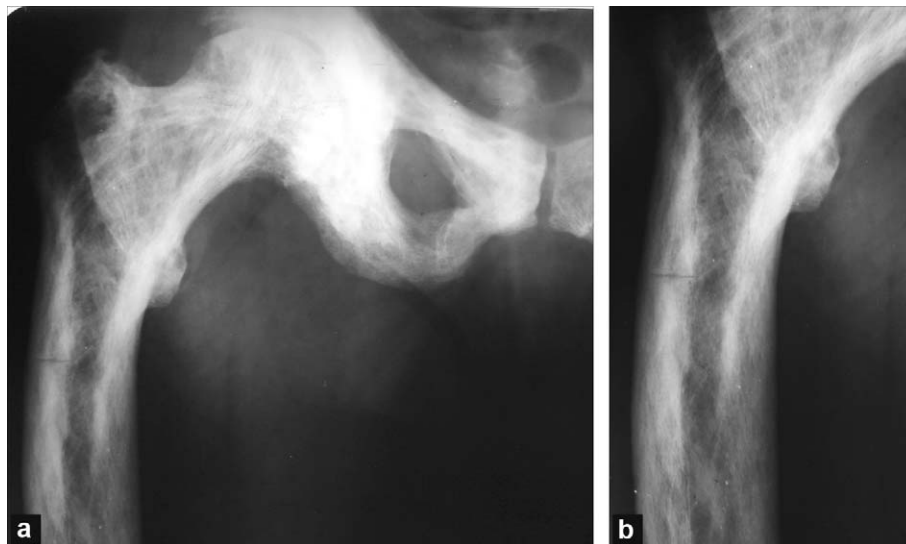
Fractures transversales sur un fémur pagétique chez une femme de 80 ans. a et b : radiographies de face montrant l'atteinte pagétique de l'os iliaque et du fémur gauches avec des corticales épaissies, des travées épaissies et grossières, une hypertrophie des pièces osseuses (lame quadrilatère droite par rapport à la gauche), une déformation de l'extrémité supérieure du fémur en coxa vara avec incurvation latérale exagérée du fémur. Les fractures transversales, corticales, s'observent dans les convexités osseuses, ici dans la corticale latérale du fémur.
